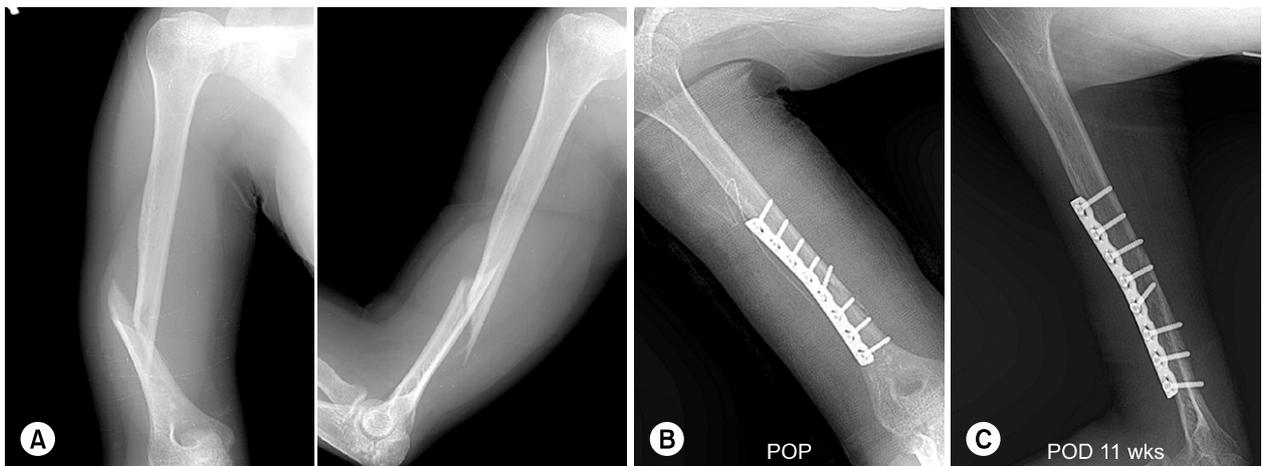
(A) Radiographs of 39-year-old female show a oblique fracture of the right humeral shaft. (B) Fixation with 3.5-mm LC-DCP plate was done to the fracture site. (C) At 11 weeks after osteosynthesis, bone union was obtained.
